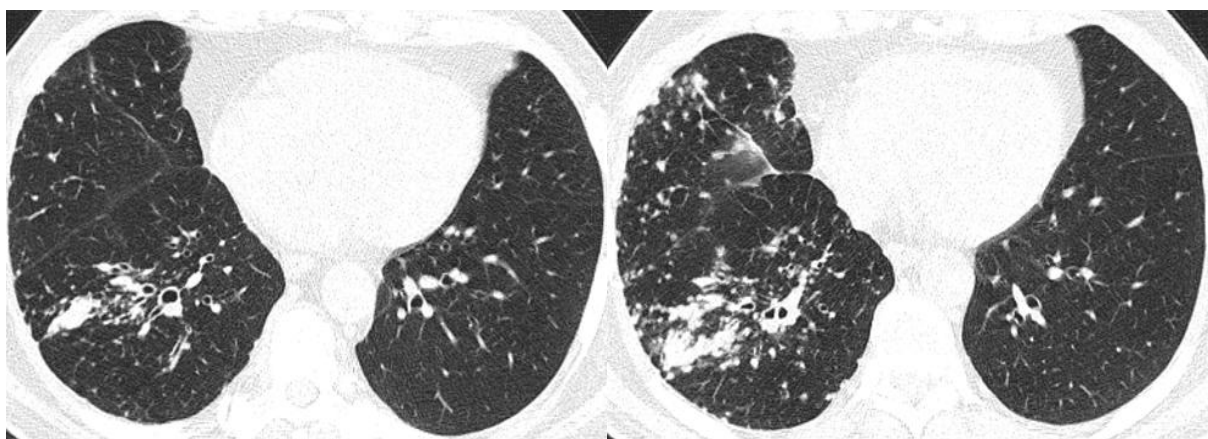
КТ ОГП хворого С., саркоїдоз органів дихання II стадії. Ліворуч – до лікування (щільність паренхіми -834 НУ), праворуч – після 3-х місячної ГКС-терапії (щільність паренхіми -790 НУ). Динаміка негативна – наростання дрібновузликоса дисемінації.
